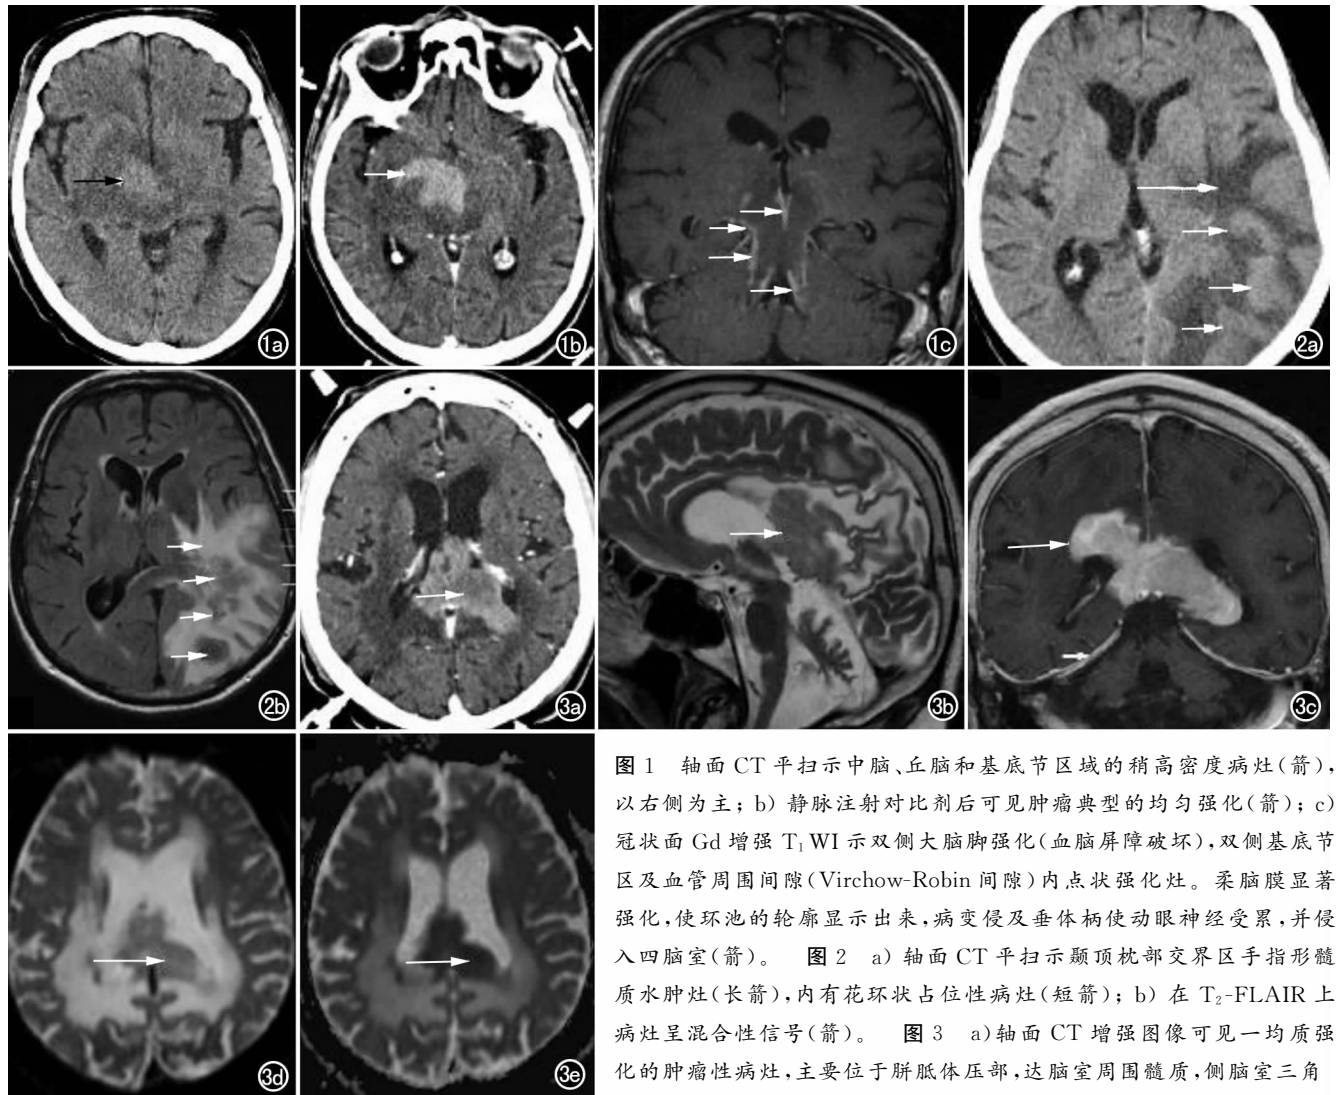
轴面 CT 平扫示中脑、丘脑和基底节区域的稍高密度病灶(箭),以右侧为主; b) 静脉注射对比剂后可见肿瘤典型的均匀强化(箭); c) 冠状面 Gd 增强 T₁ WI 示双侧大脑脚强化(血脑屏障破坏),双侧基底节区及血管周围间隙(Virchow-Robin 间隙)内点状强化灶。柔脑膜显著强化,使环池的轮廓显示出来,病变侵及垂体柄使动眼神经受累,并侵入四脑室(箭)。图 2 a) 轴面 CT 平扫示顶枕部交界区手指形髓质水肿灶(长箭),内有花环状占位性病灶(短箭); b) 在 T₂-FLAIR 上病灶呈混合性信号(箭)。图 3 a) 轴面 CT 增强图像可见一均质强化的肿瘤性病灶,主要位于胼胝体压部,达脑室周围髓质,侧脑室三角
